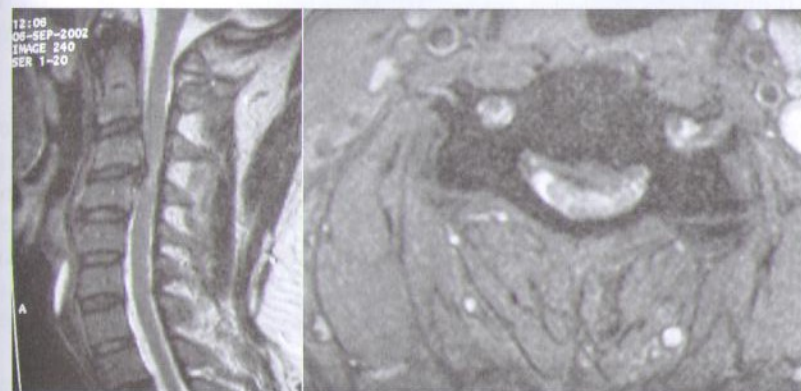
МРТ больной с длительно существующей клиникой вертебробазилярной недостаточности и цервикальной миелопатии, связанной со спондилезом на уровне шейного отдела позвоночника, нестабильностью на уровне C3—C4-позвонков с кифотической деформацией и грыжей диска на этом уровне.
